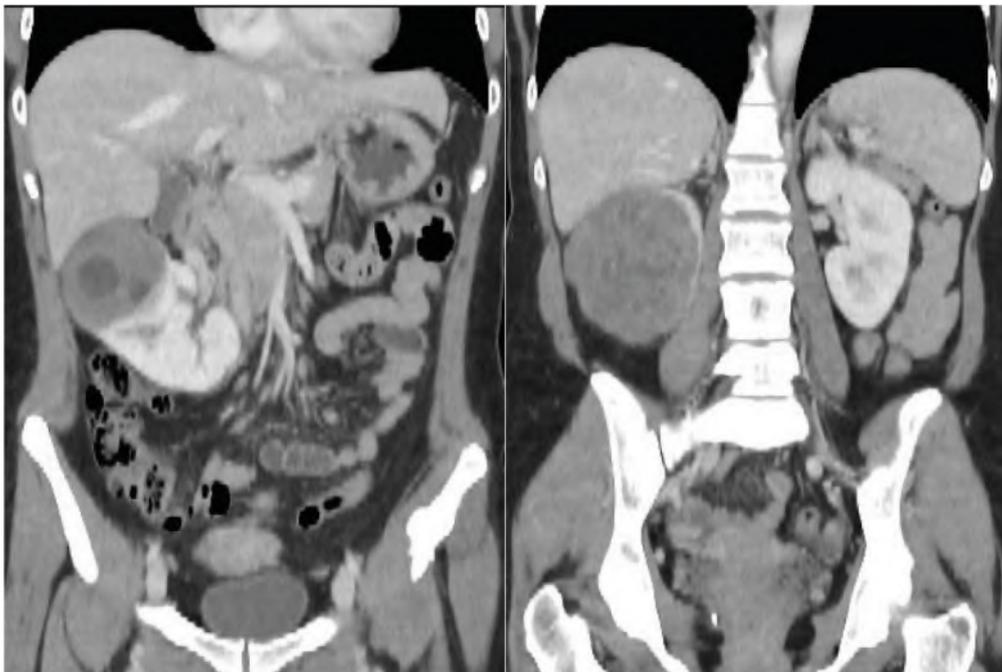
TC inicial, cortes coronales seriados donde puede apreciarse la masa renal derecha.
